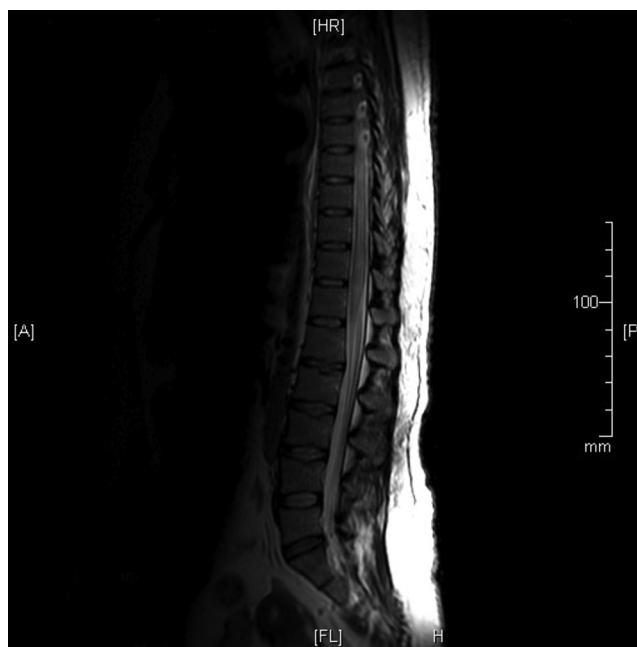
Resonancia magnética nuclear de médula espinal torácica y lumbar en secuencia T2 en la cual se observa ensanchamiento medular y señal hiperintensa en toda la extensión.
